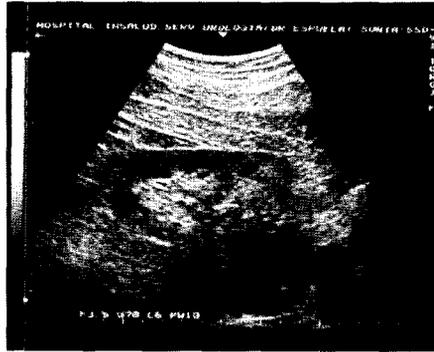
Para el estudio de las masas renales está universalmente aceptado el valor de la ecografía. Aquí vemos una masa hipocóica en polo inferior, cara anterior de riñón izquierdo, correspondiente a un hipernefroma.
